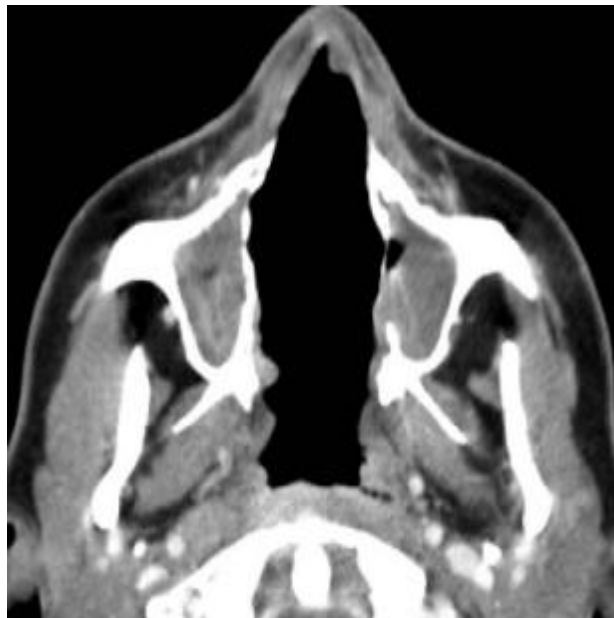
Pre-op axial CT scan of the patient. Note the large hard palate defect as well as extensive destruction of nasoethmoid region.
